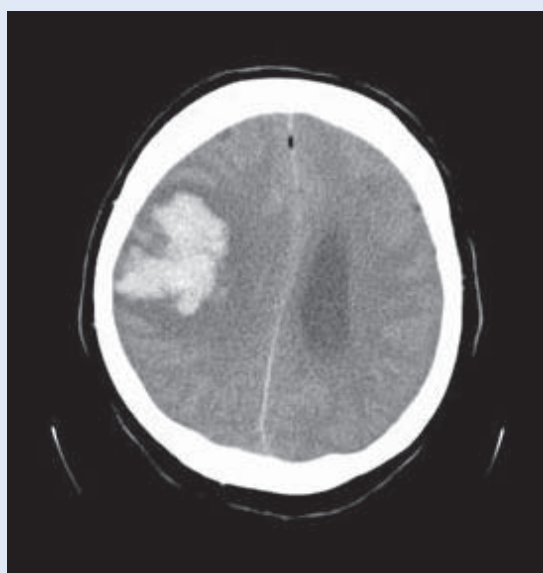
CT mozga. Krvarenje u desnim bazalnim ganglijima.
